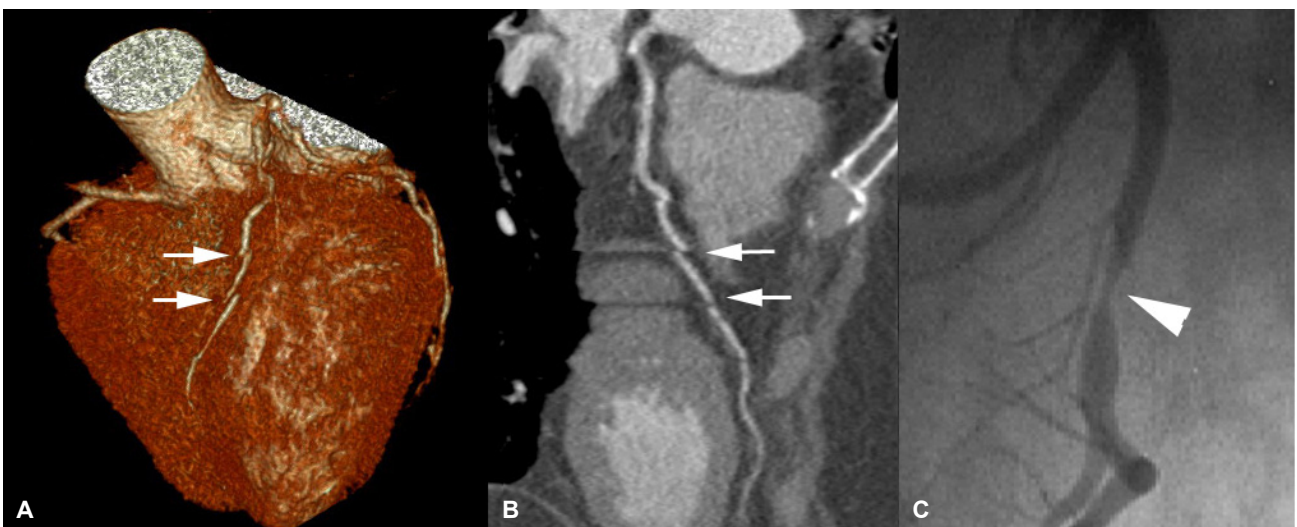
Case 1 involved a 54-year-old patient with atypical chest pain (BMI=25.8 kg/m²). (A) and (B) Volume-rendered and curved multiplanar reconstruction images (thickness=0.75 mm; heart rate=69 bpm) showing a motion artifact (arrow) in the left anterior descending artery (LAD). (C) Conventional X-ray angiograph showing severe stenosis (arrowhead) of the mid LAD.
